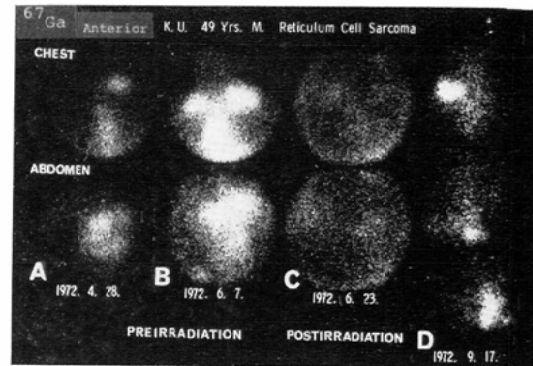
Serial  $^{67}\text{Ga}$  scintigraphies of the patient with reticulum cell sarcoma. Before irradiation  $^{67}\text{Ga}$  uptakes are visible in the bilateral supraclavicular regions (A, B top) and epigastric region (A, B bottom). After irradiation, these abnormal uptakes are diminished (C), but 3 months later, the recurrences to the right supraclavicle, epigastrium and left groin (D) are visible.
